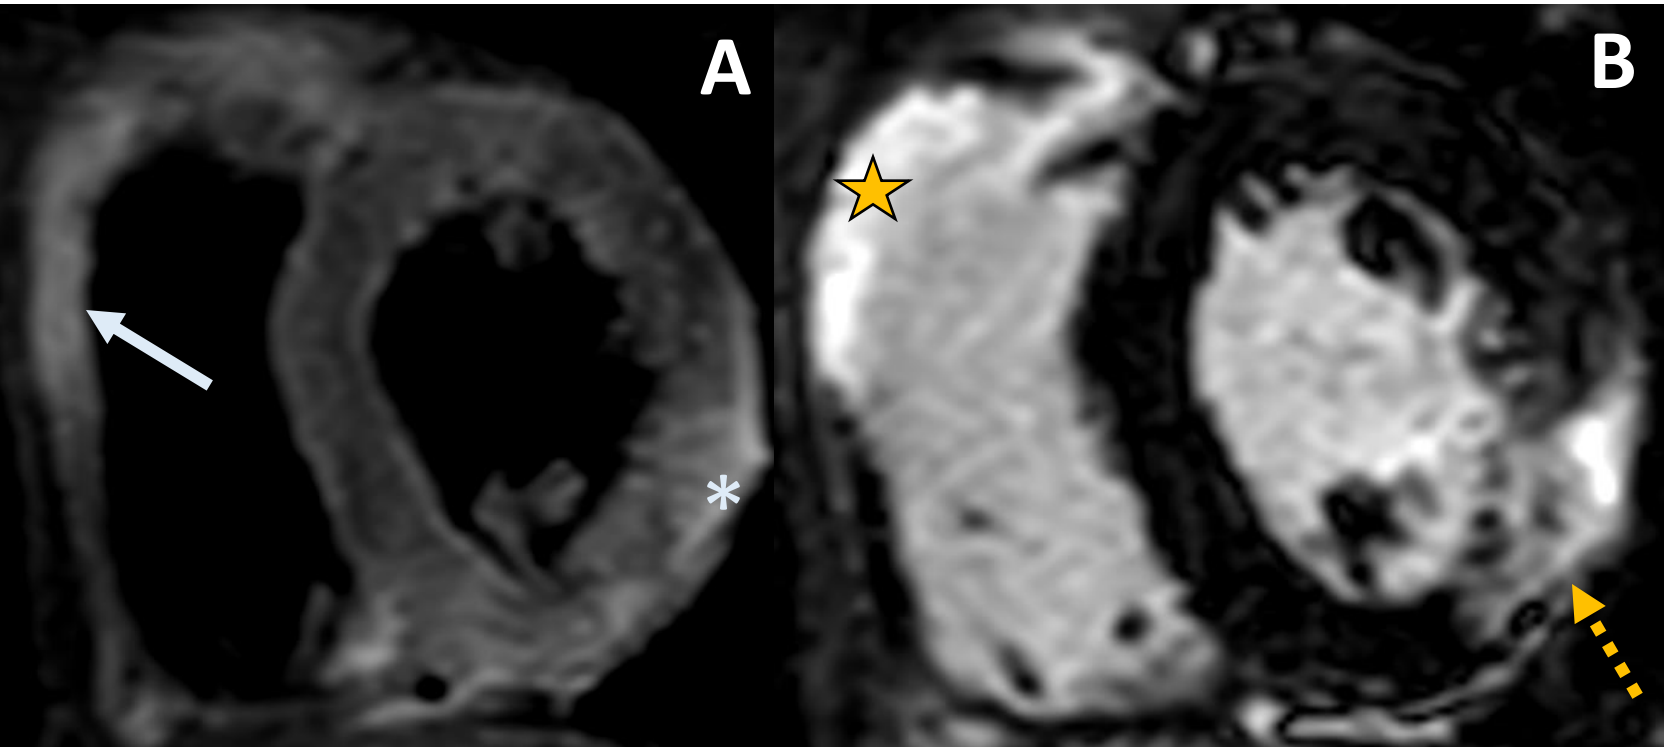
Varón de 40 años con dolor torácico. RM eje corto en secuencias T2-STIR (A) y realce tardío (B). La secuencia STIR muestra un área hiperintensa en la región inferolateral del VI (asterisco) y en la pared anterior del VD correspondiente a edema miocárdico (flecha). Las secuencias de realce tardío muestran hiperrealce transmural en la pared inferolateral del VI (flecha discontinua) y en la región infundibular del VD (estrella), compatible con infarto de miocardio.
